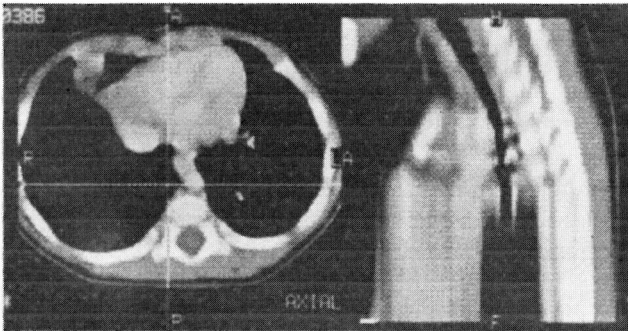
Estenose intrínseca da traqueia (TAC helicoidal).
